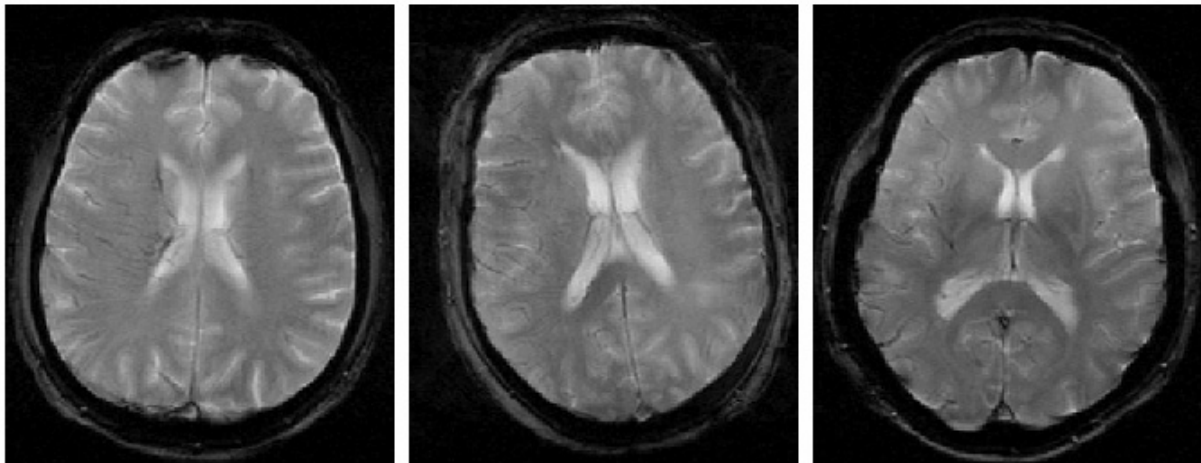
Reduktion des BOLD-Signals auf T2*-gewichteten Aufnahmen bei 3 Patienten mit einem akut aufgetretenen Verschluss der rechten A. cerebri media und großem DWI-PWI-Mismatch.
